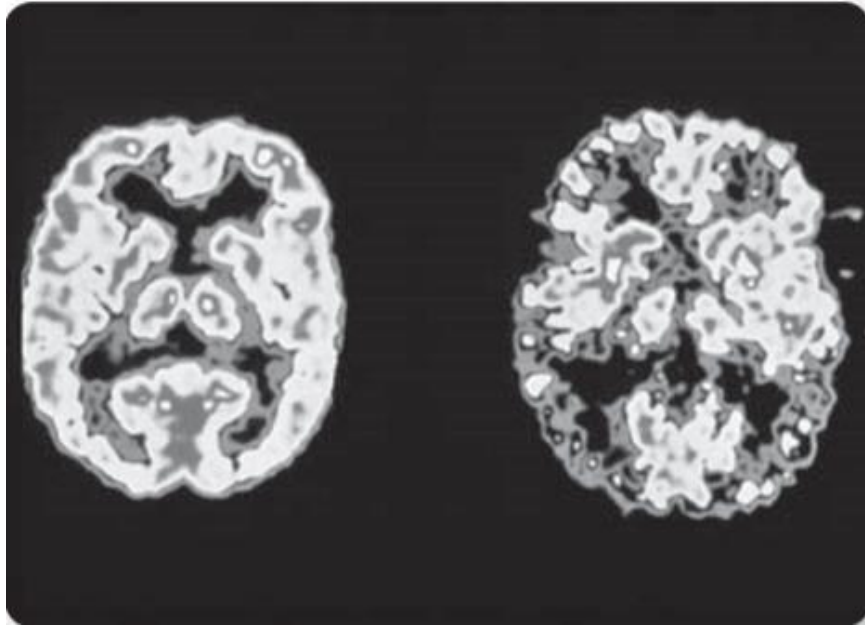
Tomografías por emisión de positrones de un cerebro de un paciente con Alzheimer y otro con un cerebro normal. La tomografía de lado derecho muestra un cerebro de un paciente normal, del lado izquierdo es un cerebro anormal. Papalia, D., Duskin, R., Martorell. (2012). Desarrollo Humano. *Ma Graw Hill*. México.
